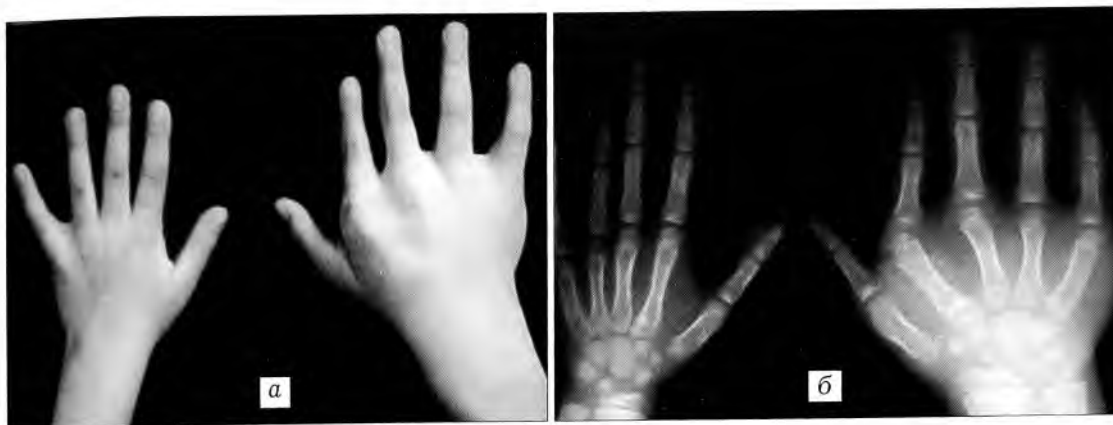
Внешний вид (а) и рентгенограмма (б) кистей больной Д. 13 лет с врожденным гигантизмом правой кисти, 3-я форма.
